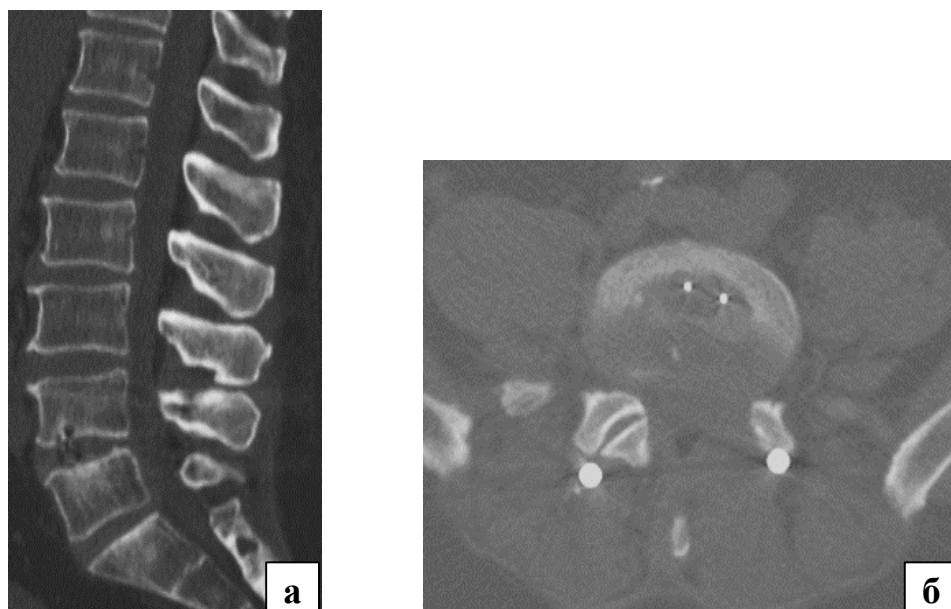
Клинический пример. Пациент С., 40 лет: а – сагиттальная МСКТ поясничного отдела позвоночника после операции; б – аксиальная МСКТ поясничного отдела позвоночника на уровне L<sub>IV</sub>–L<sub>V</sub>
